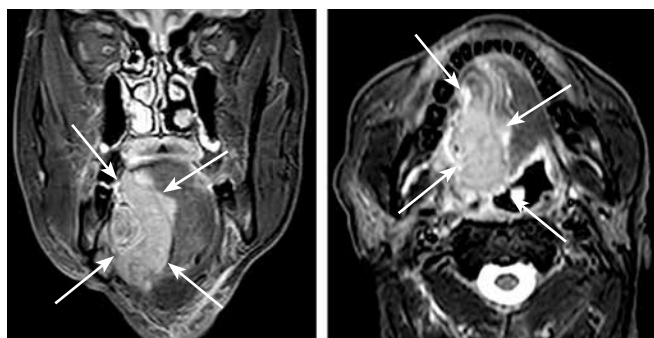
Магнитно-резонансная томография лицевого скелета от сентября 2024 г. (baseline; через 3 мес от начала иммунохимиотерапии). Опухоль правой половины языка размерами $64 \times 50 \times 62$ мм с распространением на окружающие структуры, стабилизация опухолевого процесса
